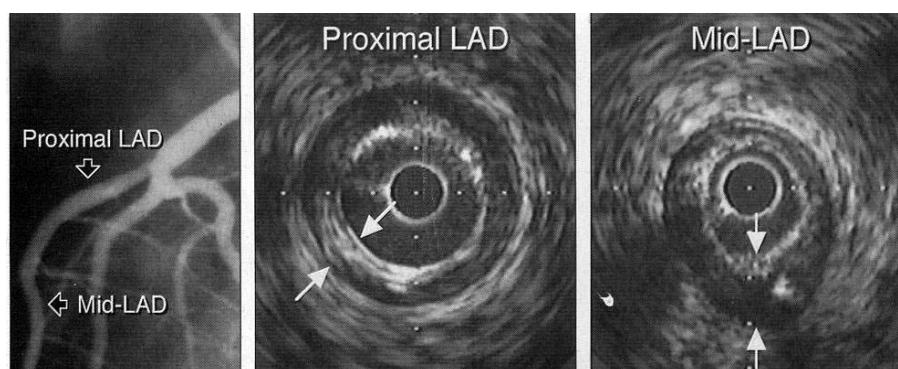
Передняя нисходящая артерия: неизменная ангиограмма и атеросклероз по данным УЗИ (указан стрелками)
